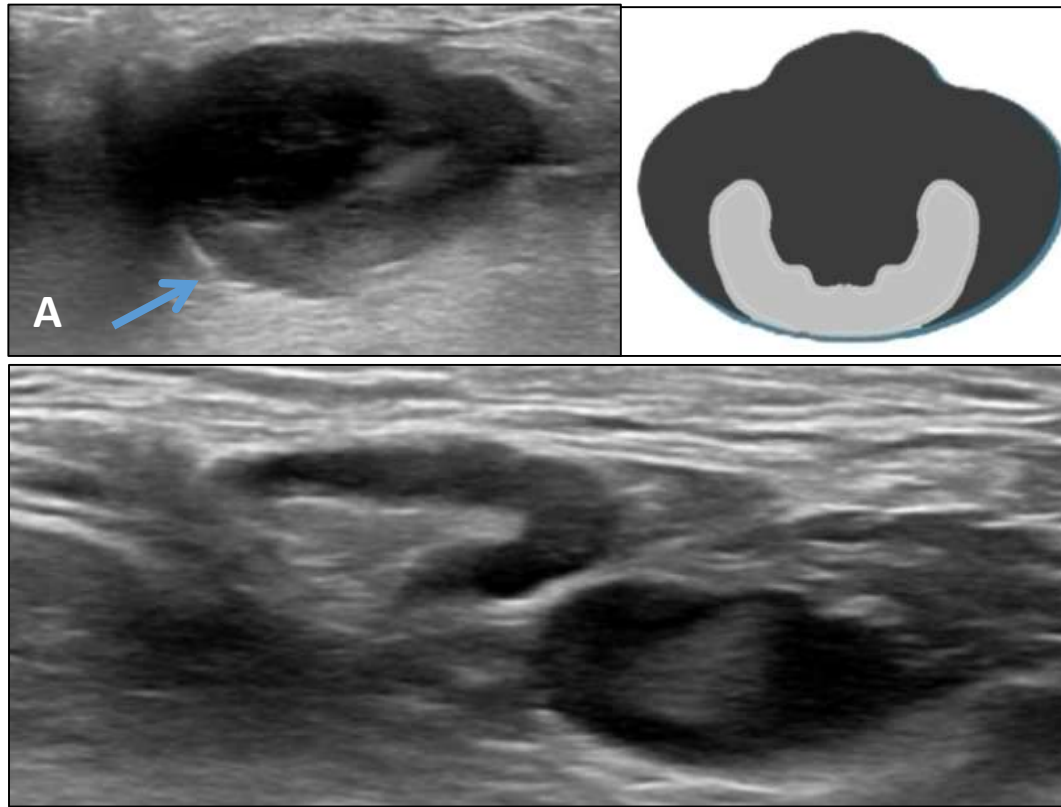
Varón de 78 años que acude por palpación de masa axilar izquierda. A) En la ecografía se objetivó que la lesión palpable se correspondía con una adenopatía patológica con engrosamiento cortical y pérdida de hilio graso, con área necrótica central (aspecto abscesificado). Se realizó citología tras punción por aspiración con aguja fina (PAAF), cultivo y biopsia con aguja gruesa B) Radiografía de tórax posteroanterior sin hallazgos significativos. Los resultados histológicos confirmaron el diagnóstico de Mycobacterium tuberculosis.
